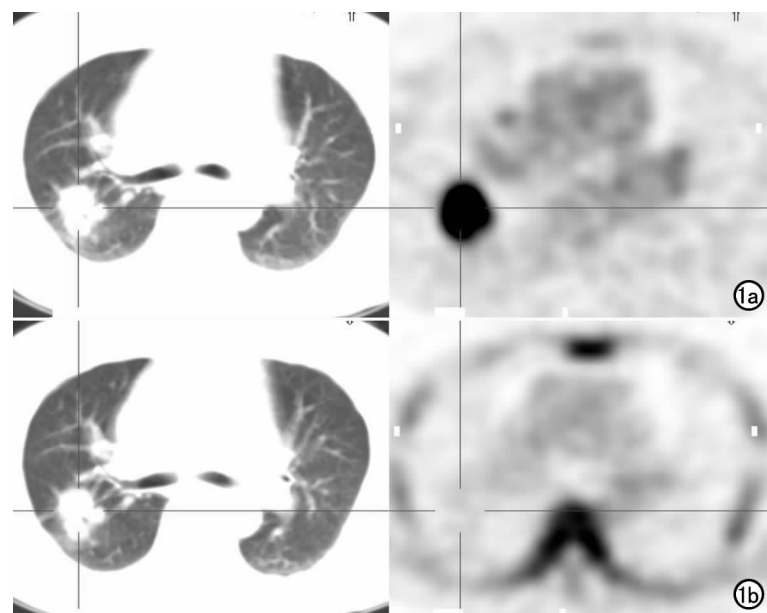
肺结核。a) ^{18}F -FDG PET/CT 示右肺可见大小为 $3.6\text{cm} \times 3.2\text{cm}$ 结节影,放射性摄取异常浓聚,SUV 值为 18; b) ^{18}F -FLT PET/CT 示右肺结节未见放射性浓聚,考虑为良性结节。
